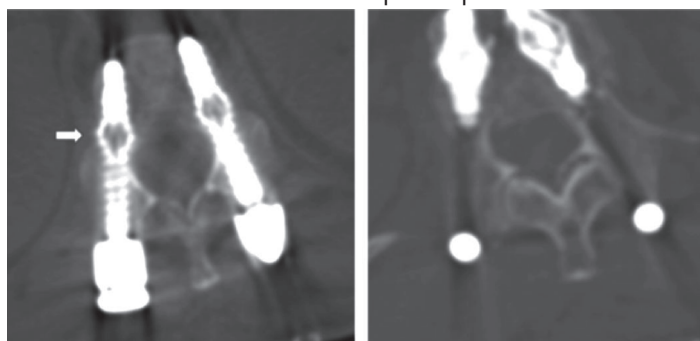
(А) и (В) КТ снимки расширяемых винтов, с частью расширенного винта на уровне тела позвонка (стрелка)
